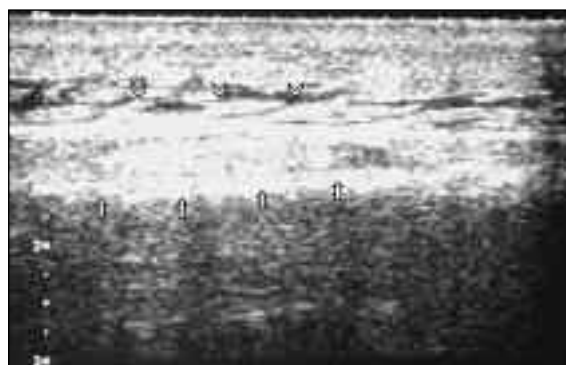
Ecografia da PD: colecção fusiforme na face antero-interna da tíbia direita (TD), adjacente à cortical óssea, com 0.6x0.4x1.7cm (setas); e discreto linfedema do tecido adiposo subjacente (cabeças de setas); aspectos sugestivos de peri-osteíte da TD.
